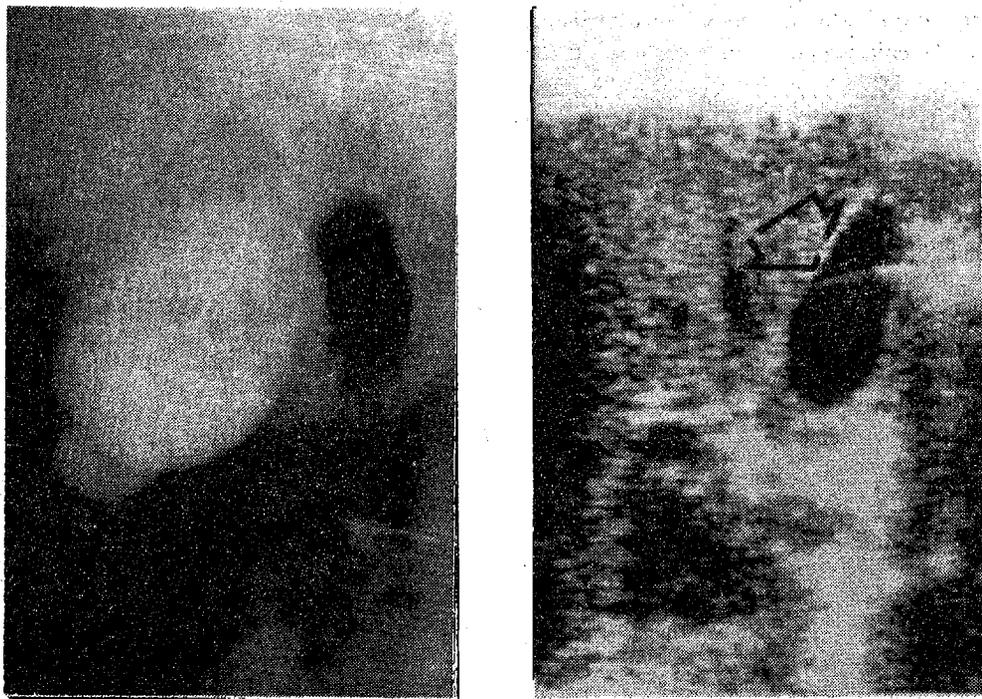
Tabique en la vesícula demostrado tanto en colecistografía como en ecografía
